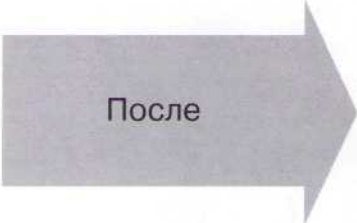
Глубина зондирования и рентгенологическая картина через 2 года после окончания лечения.
